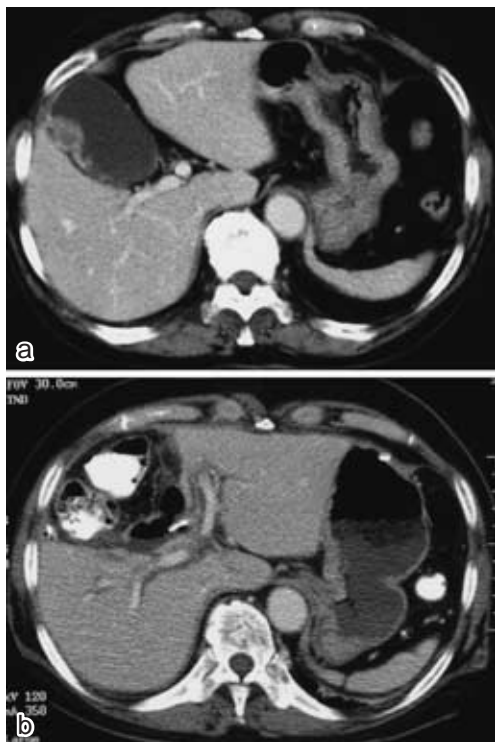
術前 CT：胆嚢底部に約 30×15 mm の隆起性病変が認められ，不均一に濃染された (a)．術後 12 日目 CT：特に異常所見は認められなかった (b)．
